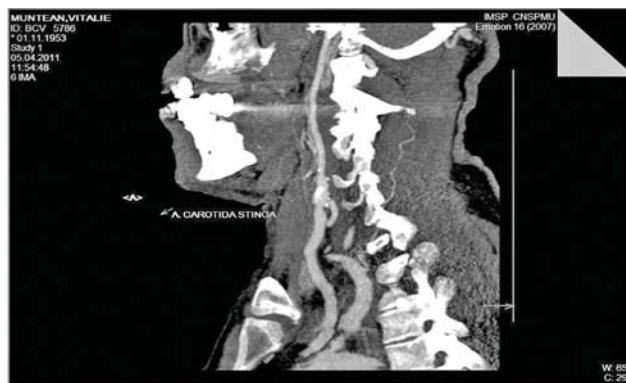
CTA (ACI stângă prezintă o stenoză critică la nivelul bifurcației).
